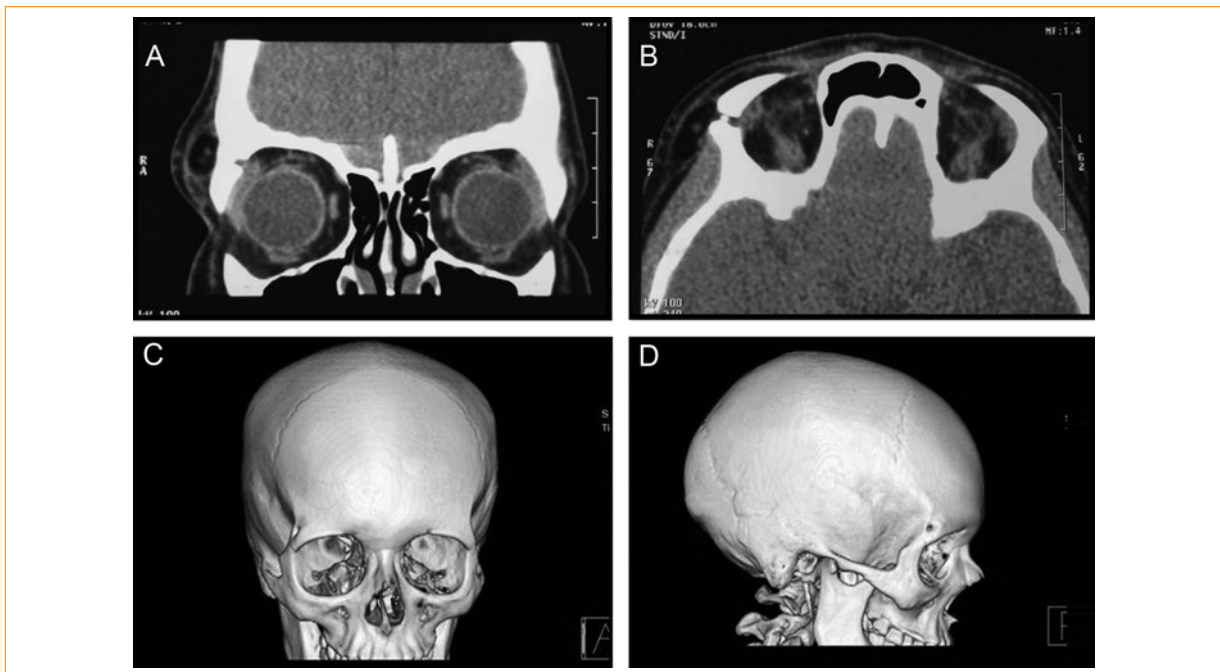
A-D: Tomografía axial corte coronal, tomografía axial corte axial de orbitas. Topografía helicoidal vista frontal y topografía helicoidal vista lateral derecha.
